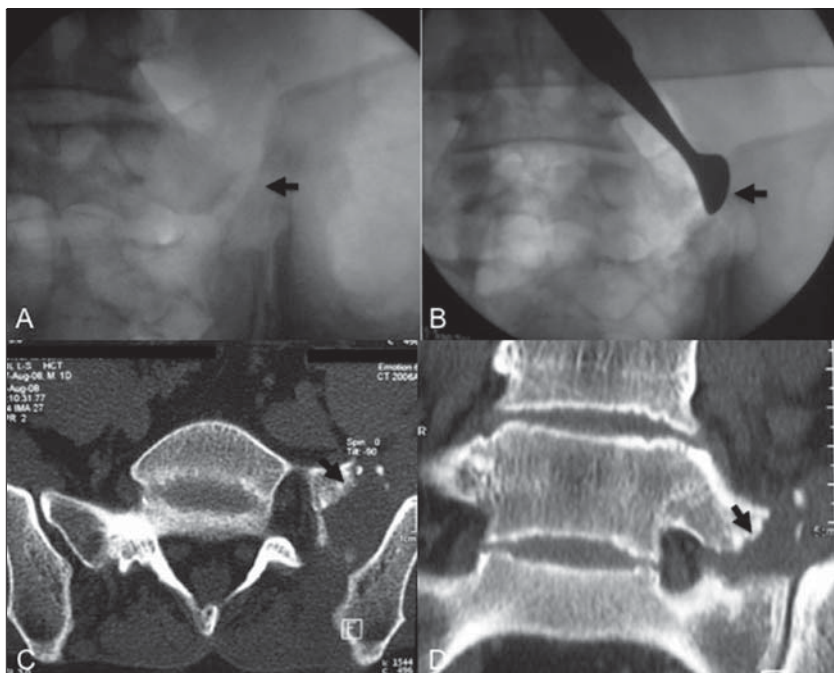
A Radioscopia inicial intraoperatoria, se observa la pseudoarticulación indicada por flecha, B muestra la exploración de la mega apófisis con legra de Cobb durante la cirugía. C y D imágenes de tomografía axial computada post-operatorias, corte axial y coronal respectivamente donde se aprecia la resección de la mega-apófisis. (indicado por flechas).
